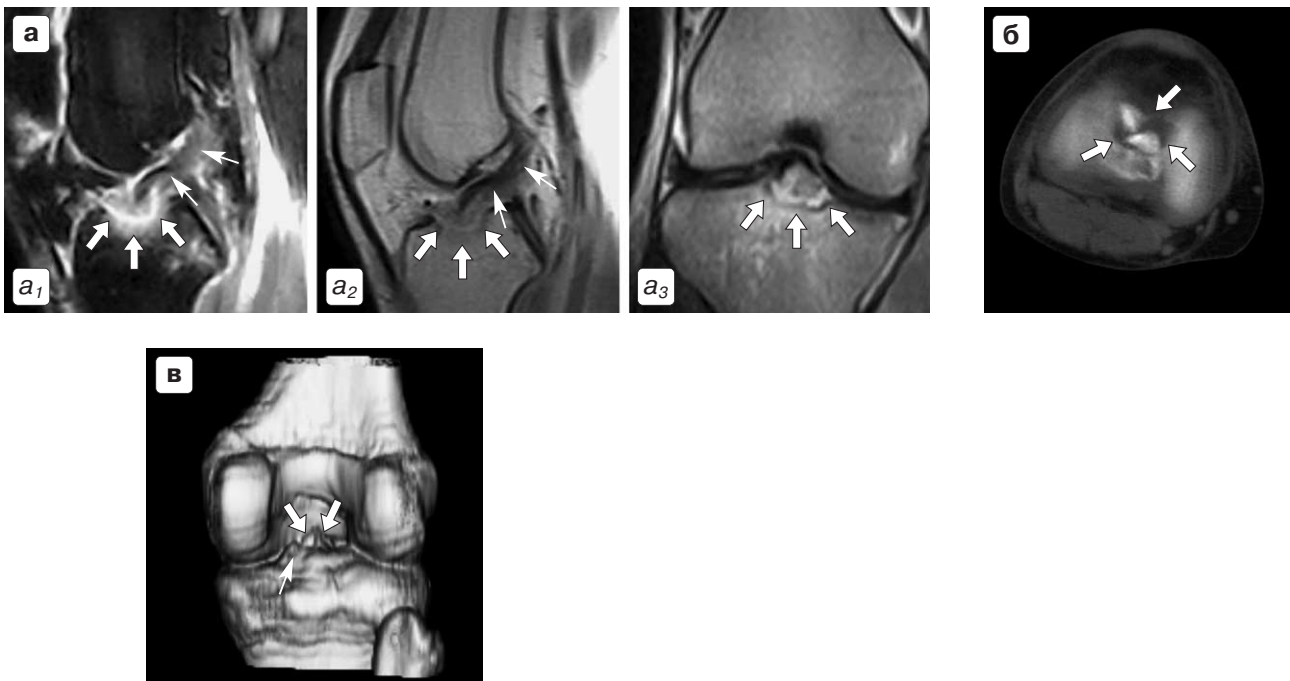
МР-томограммы больной С.
